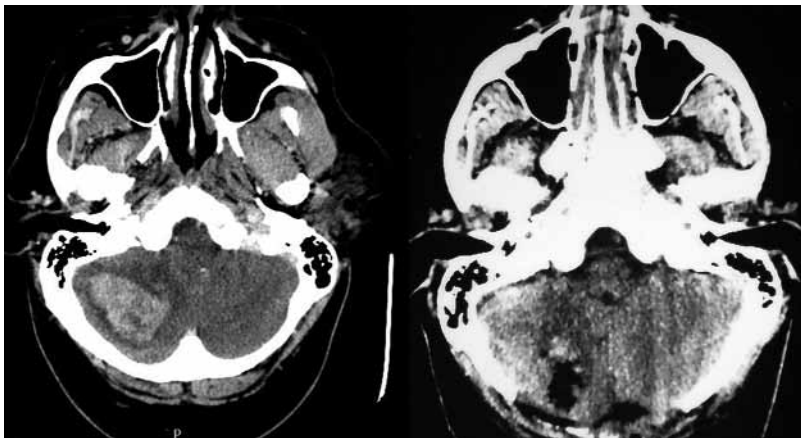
A) Corte axial de TC que muestra un hematoma intraparenquimatoso en hemisferio cerebeloso derecho con grave efecto expansivo. B) Corte axial de TC tras la realización de una craniectomía suboccipital descompresiva y evacuar el hematoma. Obsérvese la desaparición de la expansividad.
